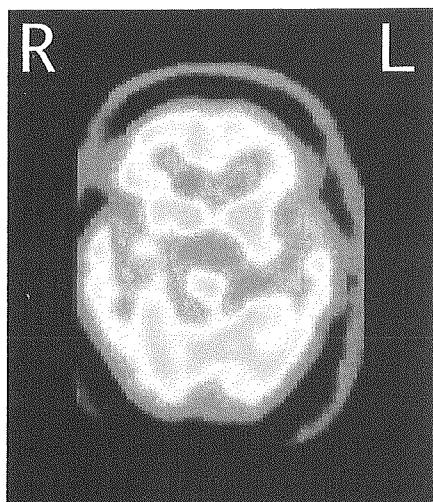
HMPAO-SPECT 水平断画像（99.3.15撮影）
